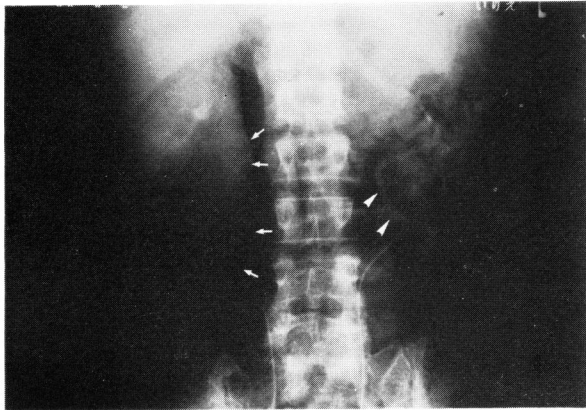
Pneumoretroperitoneum combined with tomography shows the tumorous masses in the right pedicle portion (arrows) and on the level of the third lumbar vertebrae in the left side (arrow heads)
